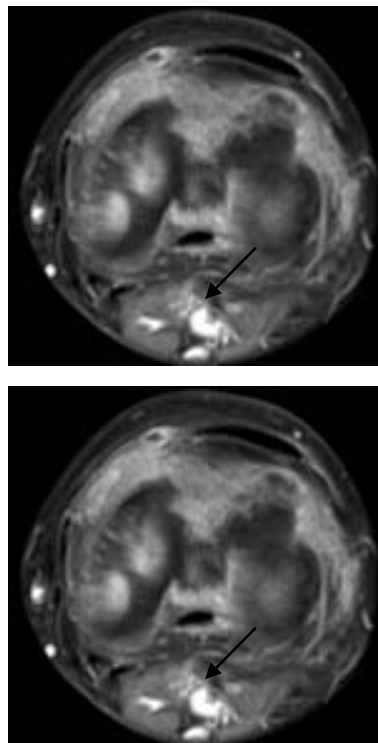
Ostéosarcome de l'extrémité inférieure du fémur : IRM du genou en T1 après injection de PDC en coupe axiale : thrombus endoluminal poplité.
